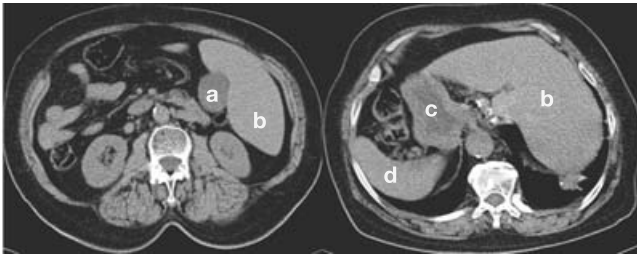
Tomografía computarizada de abdomen en *situs inversus totalis*. a) Vesícula biliar, b) hígado, c) estómago, d) bazo.
